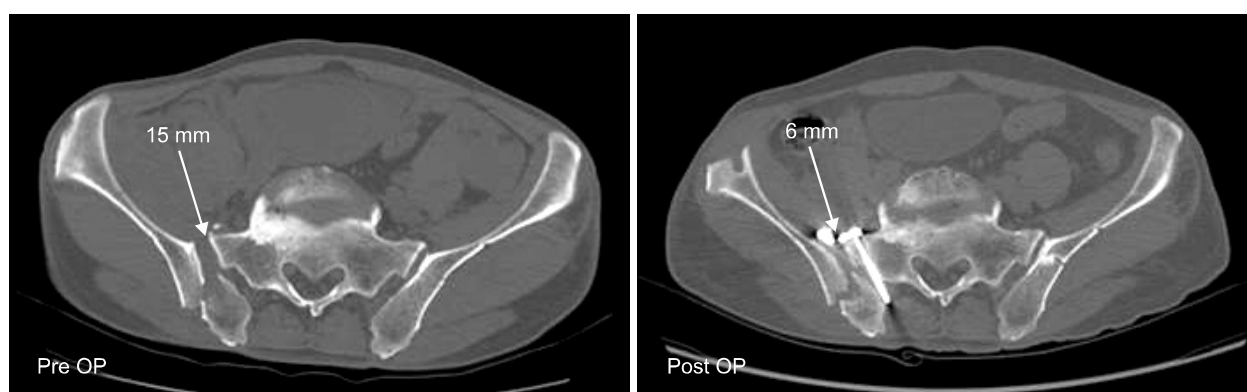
Reduction of fracture-dislocation was evaluated with a comparison of pre- and post-operative computed tomography scans. Pre OP: Preoperative, Post OP: Postoperative.
